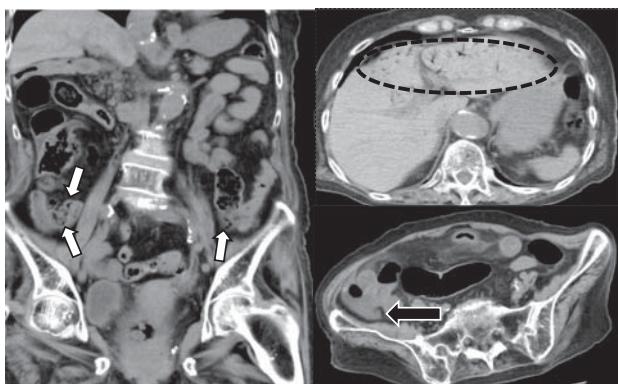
症例3の腹部CT像：空腸に腸管気腫像を認め（左図➡）、さらに門脈気腫像（右上図➡）、傍上行結腸溝に腹水を認めた（右下図➡）。
